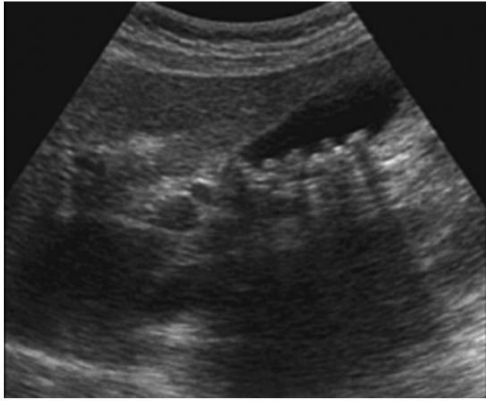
Ecografía abdominal en la que se observan múltiples litiasis en vesícula biliar.
